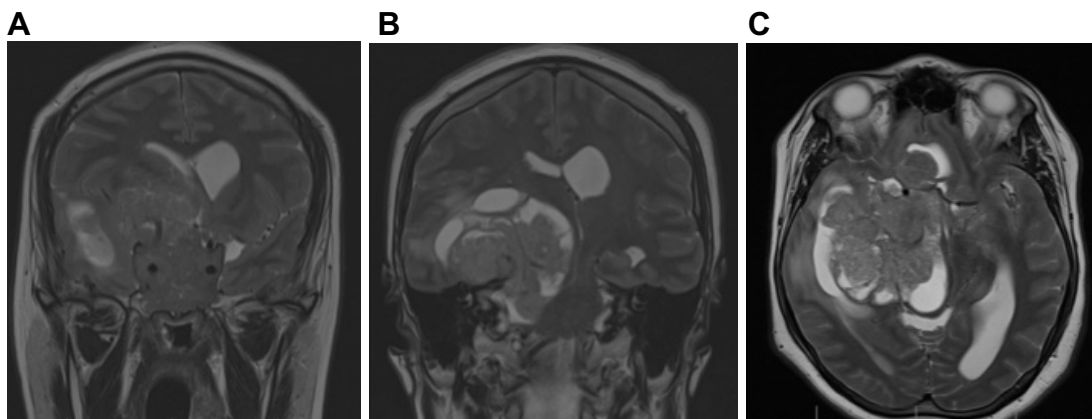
RM de encéfalo do indivíduo III.2. As imagens mostram lesão expansiva com desvio de linha média e edema peritumoral.
